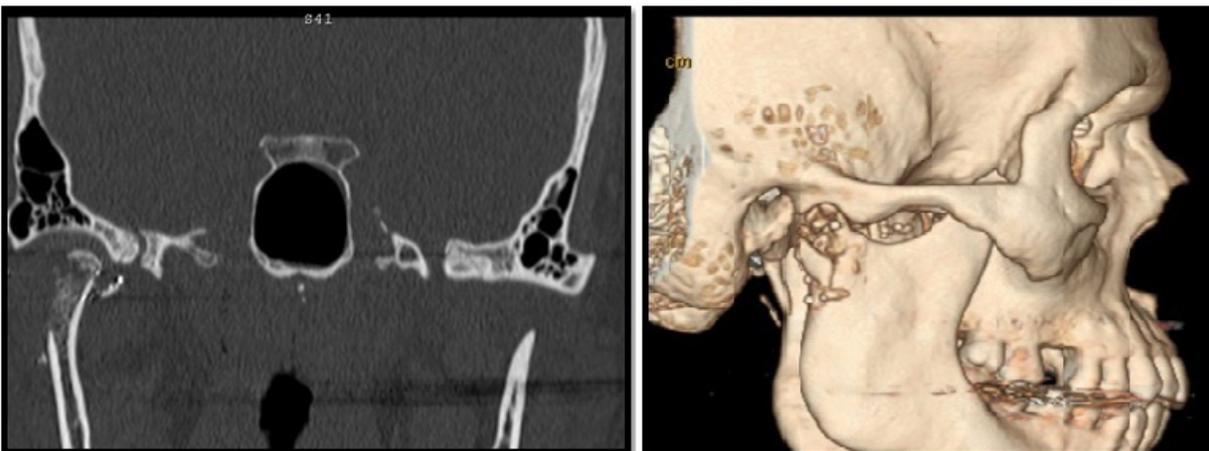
Corte coronal da tomografia de computadorizada pós-operatória ilustra porção medial do côndilo direito preservada (reconstrução tridimensional - Vista lateral da região afetada)
